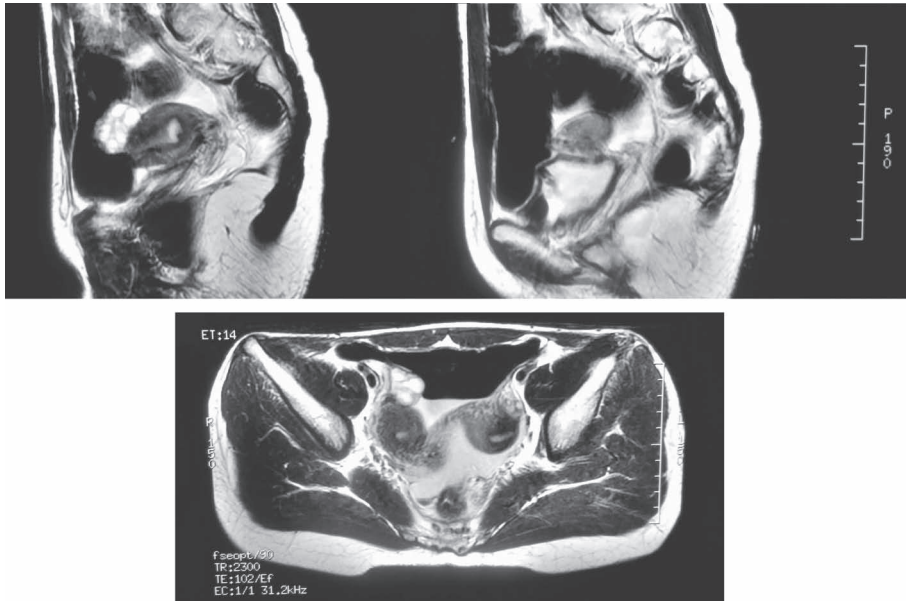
MRI画像 T2強調矢状断像および水平断像。
